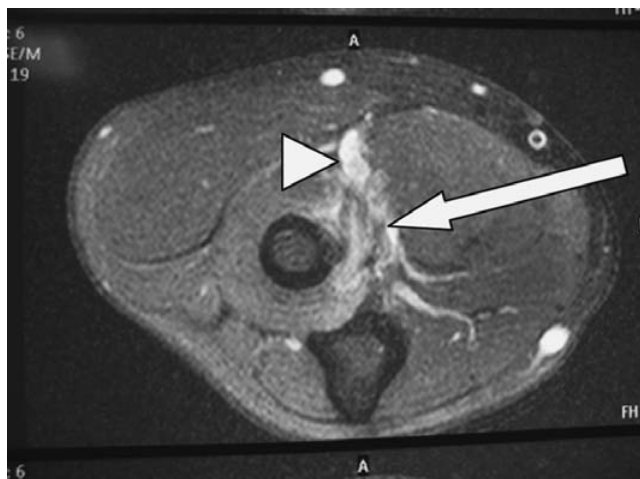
IRM en coupe axiale montrant la rupture du tendon bicipital (tête de flèche), ainsi qu'un hypersignal local hétérogène du fait de l'épanchement œdémato-hémorragique local (flèche)
